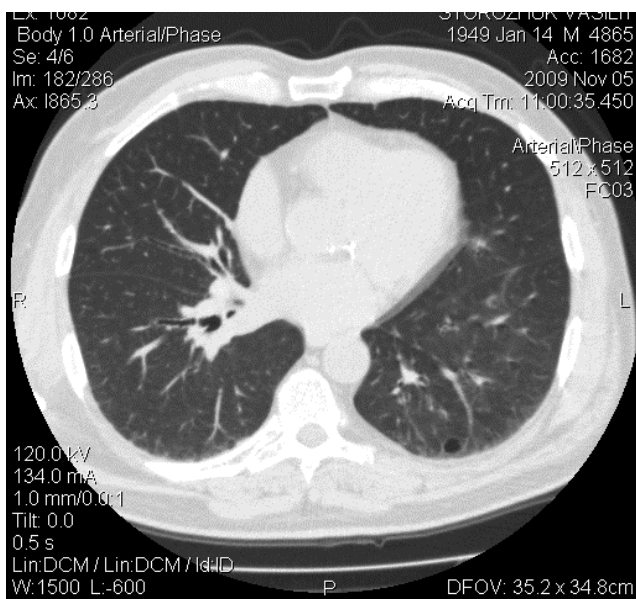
7А. Стандартний зріз МСКТ хворого С.
